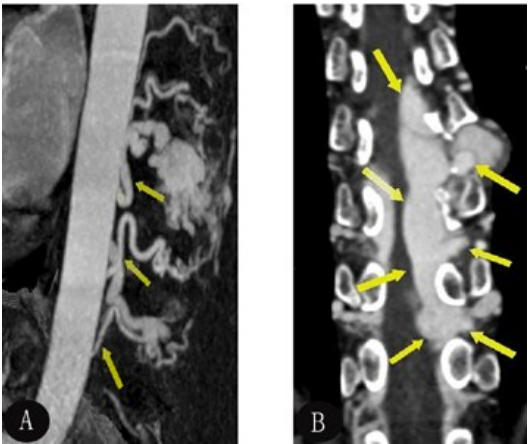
胸₈₋₁₂节段髓周动静脉瘘 320 排动态容积 CTA 主要由肋间动脉供血(↑示),伴椎管狭窄
